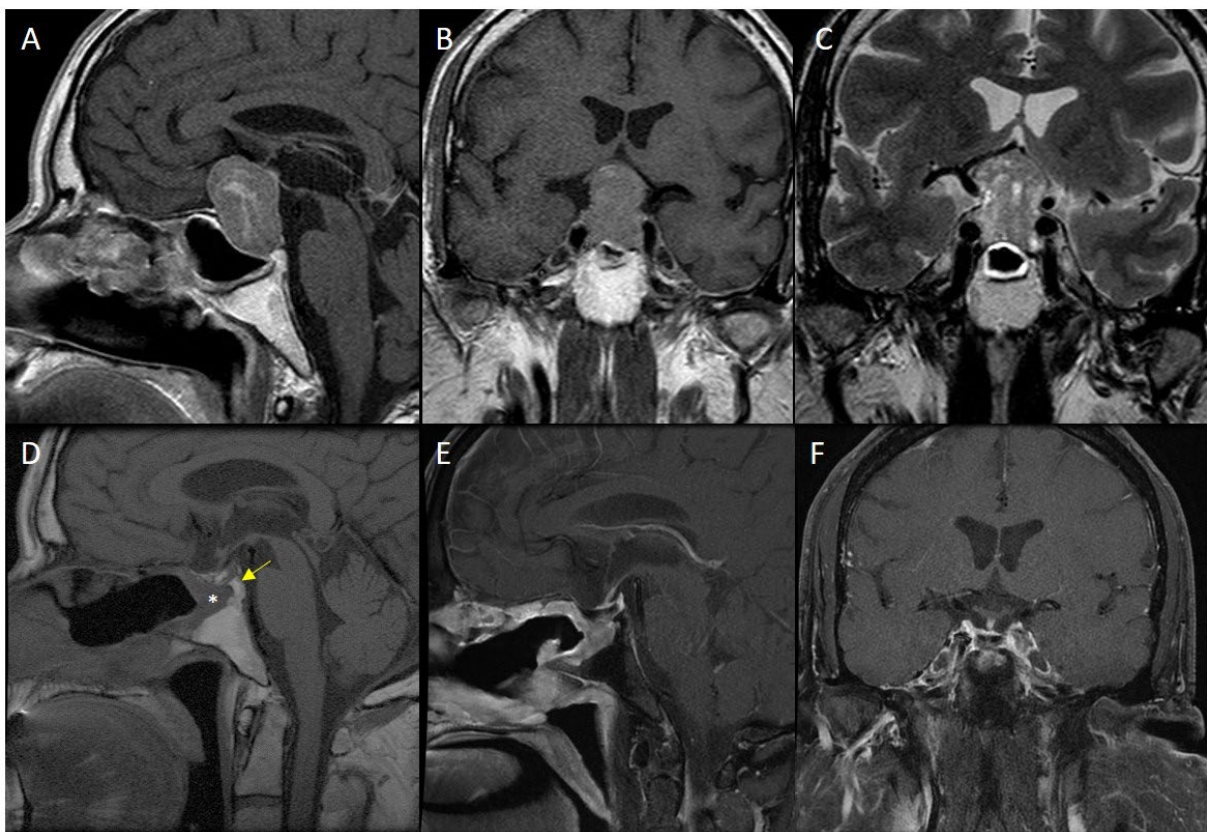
A. Macroadenoma con expansión supraselar y compresión de la vía óptica. B. No podemos localizar el tallo hipofisario ni la glándula, debido al gran volumen tumoral. C. Señal predominantemente hiperintensa en T2, con zonas microquísticas. D. Imagen postoperatoria. Flecha: grasa intraselar utilizada en la reconstrucción. *: Reepitelización del suelo selar tras colocar un colgajo pediculado nasoseptal, con engrosamiento mucoso. E. RM con gadolinio postoperatoria. No se observan restos tumorales. F. Coronal T1 postoperatorio. Se observa el tallo hipofisario centrado tras la exéresis del adenoma.
